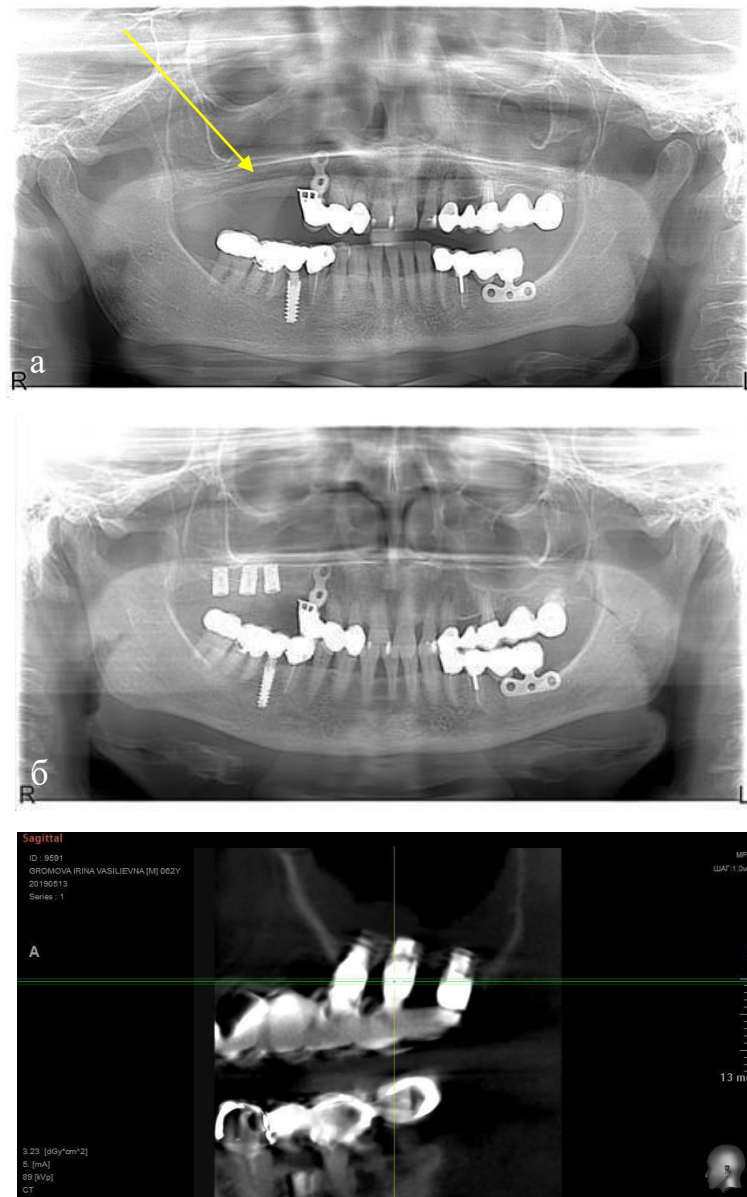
Пациент Б., 49 лет. И/Б №24. Ds: атрофия беззубого альвеолярного отростка (шифр МКБ-10/K08.02) верхней челюсти. Ортопантомограмма: а - до операции (стрелкой указана выраженная атрофия альвеолярного отростка); б - после проведения операции дентальной имплантации инструментами конструкции автора для закрытого синус-лифтинга спустя 10 дней; в - контрольная КЛКТ спустя 12 месяцев после операции
